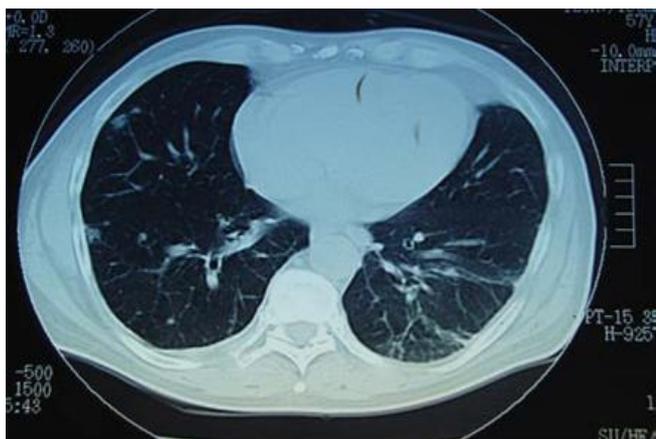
Imagen de tomografía computarizada torácica que muestra múltiples nódulos pulmonares bilaterales periféricos y subpleurales de pequeño tamaño, alguno de ellos cavitados, sugerentes de émbolos sépticos; también se aprecian opacidades con broncograma aéreo en su interior de morfología triangular con base de implantación pleural, sugerentes de pequeños infartos pulmonares.
